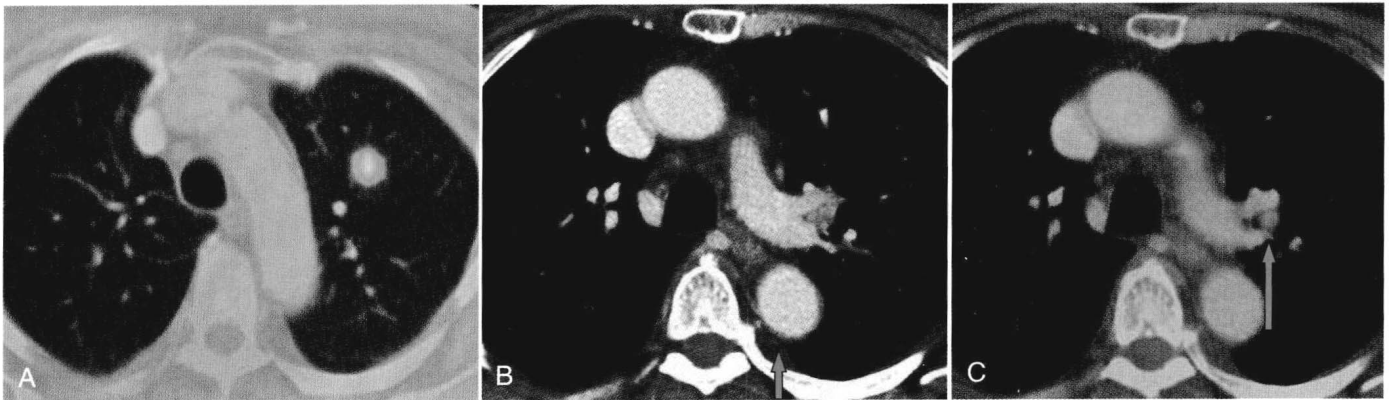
肺癌的 FDG-PET/CT 双重扫描。A, PET/CT 双重扫描的融合图像显示左肺上叶结节对 FDG 的摄取增加。B, CT 扫描可见小于 1cm 的肺门淋巴结 (↑), 由于其小于 1cm, 这种淋巴结在 CT 上一般不予关注。C, PET/CT 双重扫描的融合图像显示此淋巴结对 FDG 的摄取增加 (↑)。手术切除发现淋巴结为转移性腺癌。
